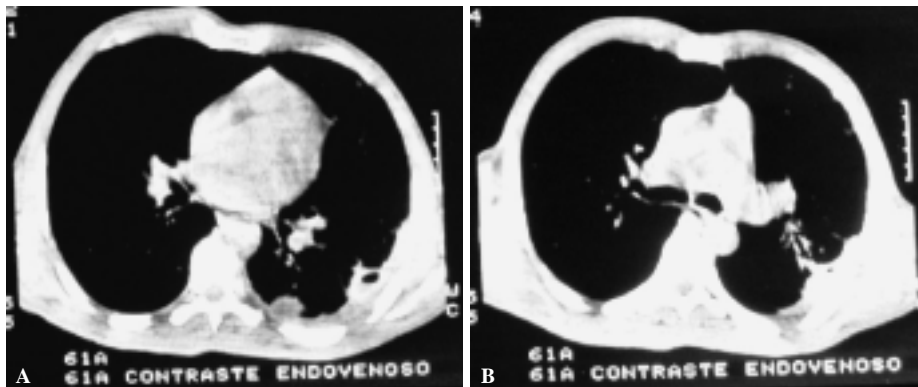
(A y B). Caso 45: Imágenes de TC, corte axial, con ventana pulmonar, donde se demuestra lesión cavitada única, izquierda, con nivel hidroaéreo, con afectación parenquimatosa adyacente, considerada como neumonía complicada con empiema.
